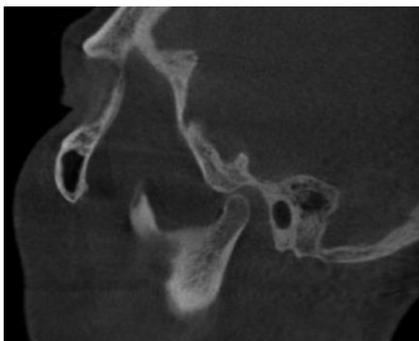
Cone Beam muestra posición condilar adelantada de la cavidad glenoidea previo al tratamiento con la férula miorrelajante.
